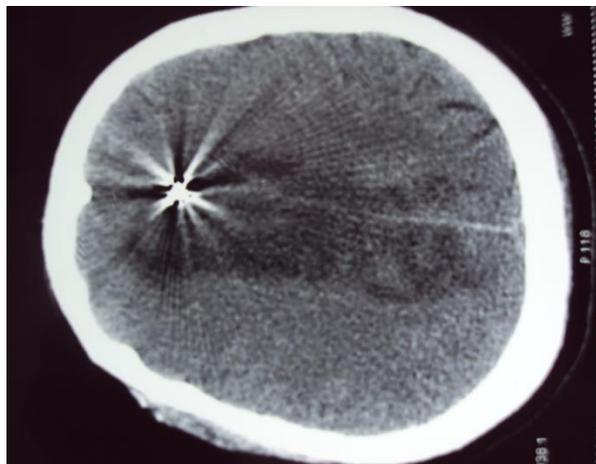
TDM cérébrale de contrôle montrant une extension en arrière de l'ischémie frontale polaire supérieure para-sagittale droite.
